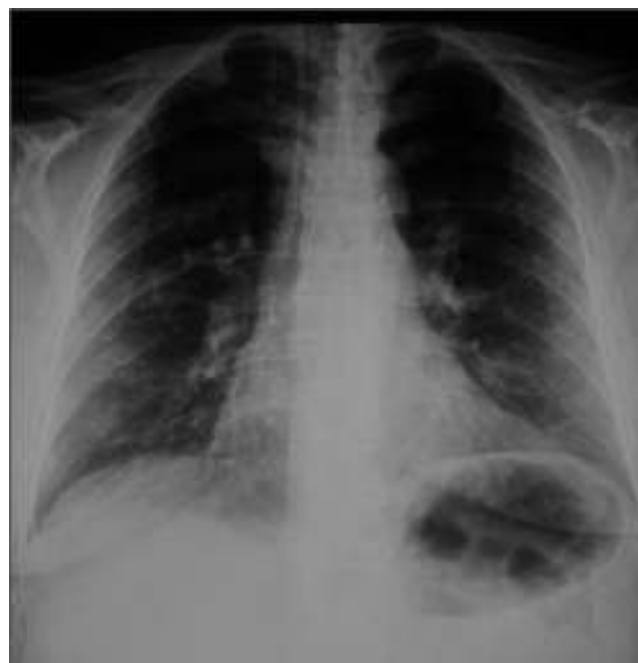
Radiografía de tórax inicial dentro de los parámetros normales.
